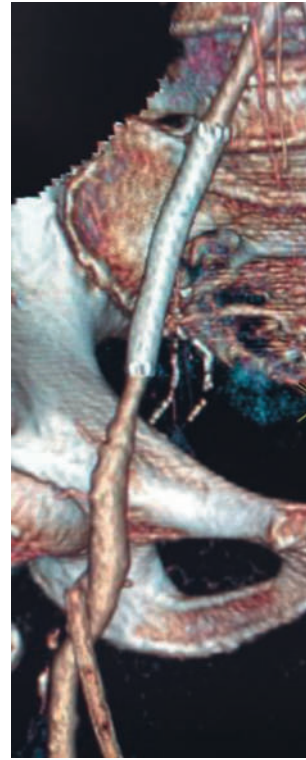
Компьютерная томографическая ангиография: контроль на 4-е сутки после операции
